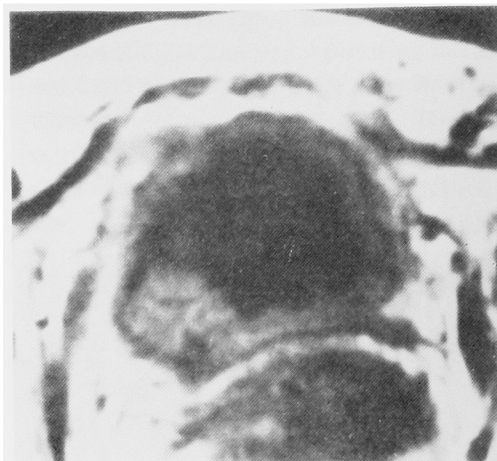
T1-weighted image of the same cases as in Fig. 13. The outer layer of the bladder wall is intact, staging diagnosis by MRI is stage T2, and it is correlated with pathological findings.
